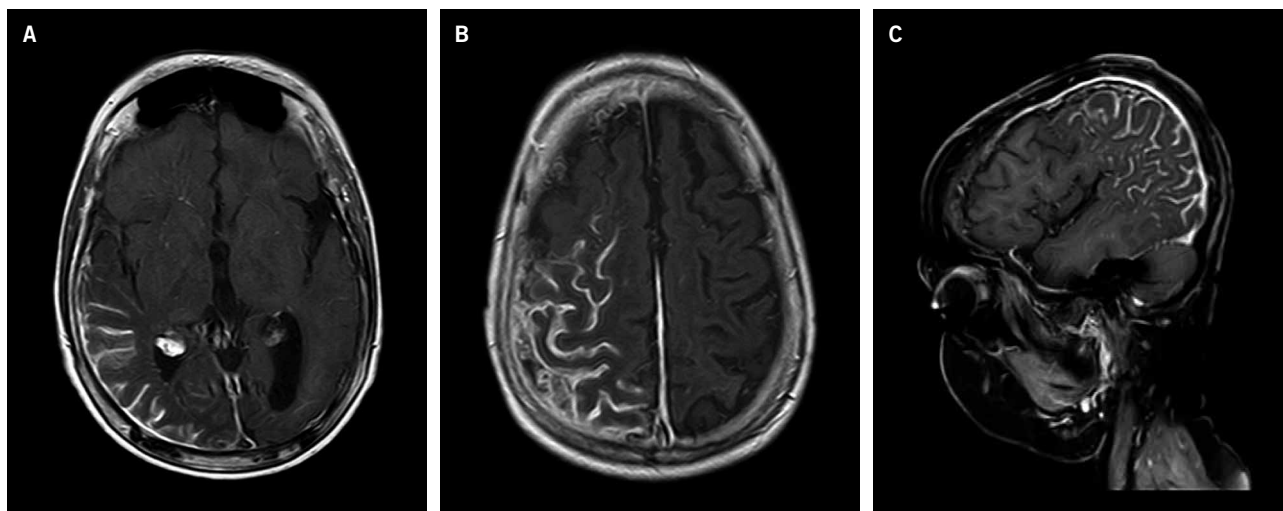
A y B. RM craneal axial. C. Sagital, en secuencia T2 FLAIR, donde se aprecian imágenes hiperintensas a nivel parieto-occipital, que corresponden a minúsculas estructuras venosas superficiales con captación leptomeníngea.
